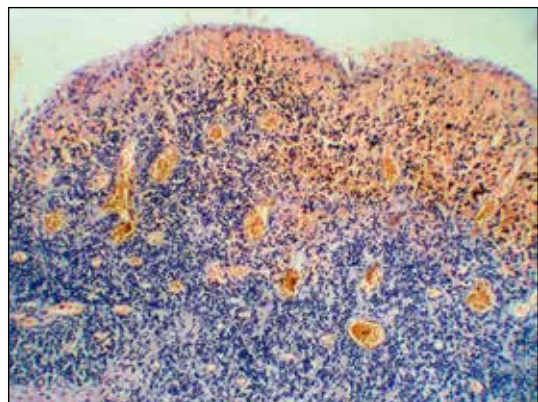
Micrografía del estudio Histopatológico, (Quiste Periapical Ulcerado).
